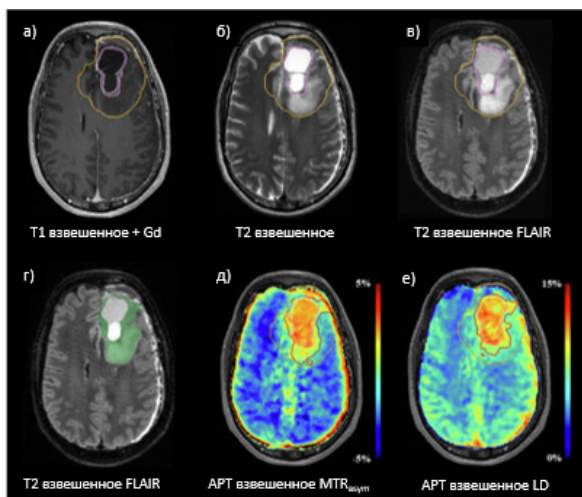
Сравнение МРТ-изображений опухоли головного мозга, получаемых различными методами. Адаптировано из работы [31]
